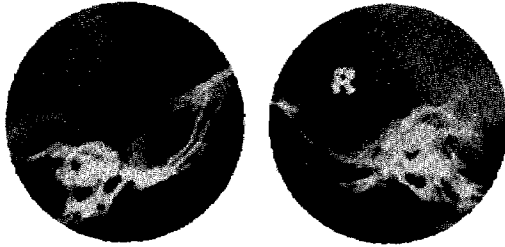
Skull X-ray film shows destructed sphenoid bone and clinoid process.
